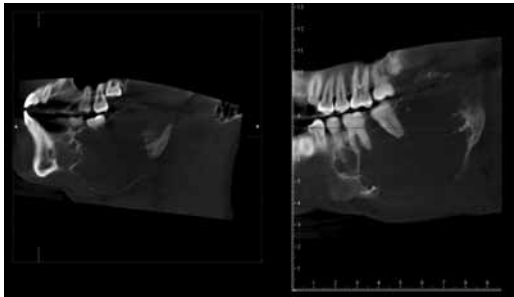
CBCT corte parasagital: Se observa la extensión de la lesión, con expansión y adelgazamiento de corticales del reborde alveolar y borde basilar con presencia de trabéculas óseas que se insinúan hacia el interior de la lesión. No hay desplazamiento dentario y/o rizálisis.
